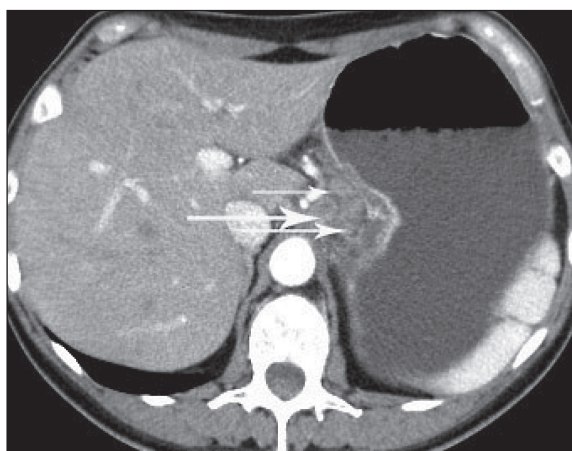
СКТ органов брюшной полости после лечения (клиническое наблюдение 2). Отмечается уменьшение размеров опухоли и степени внутри- и внеорганного распространения (отмечено стрелками)
